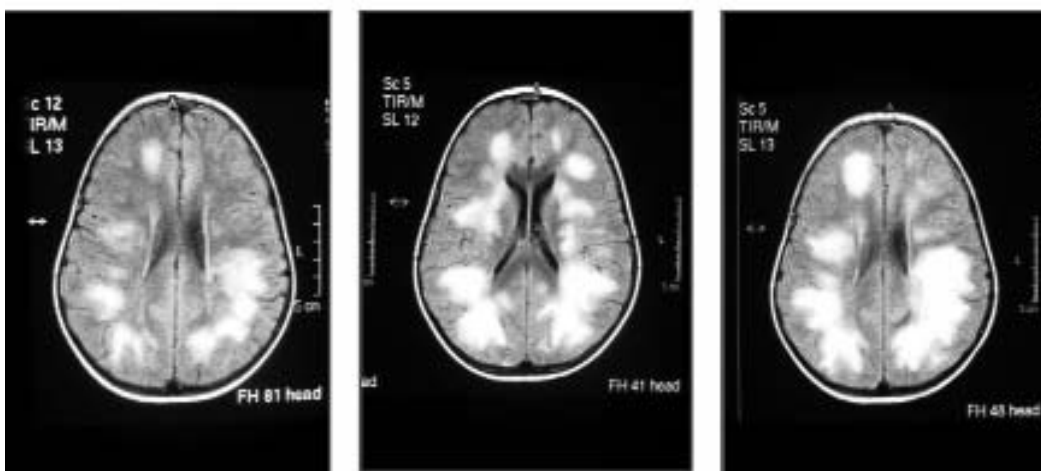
Preescolar de 4 años con EMAD: RMC en T2 múltiples áreas extensas de desmielinización SB con tendencia a confluir en forma bilateral. Cortesía del Servicio de RMN. Policlínica Metropolitana de Caracas.
